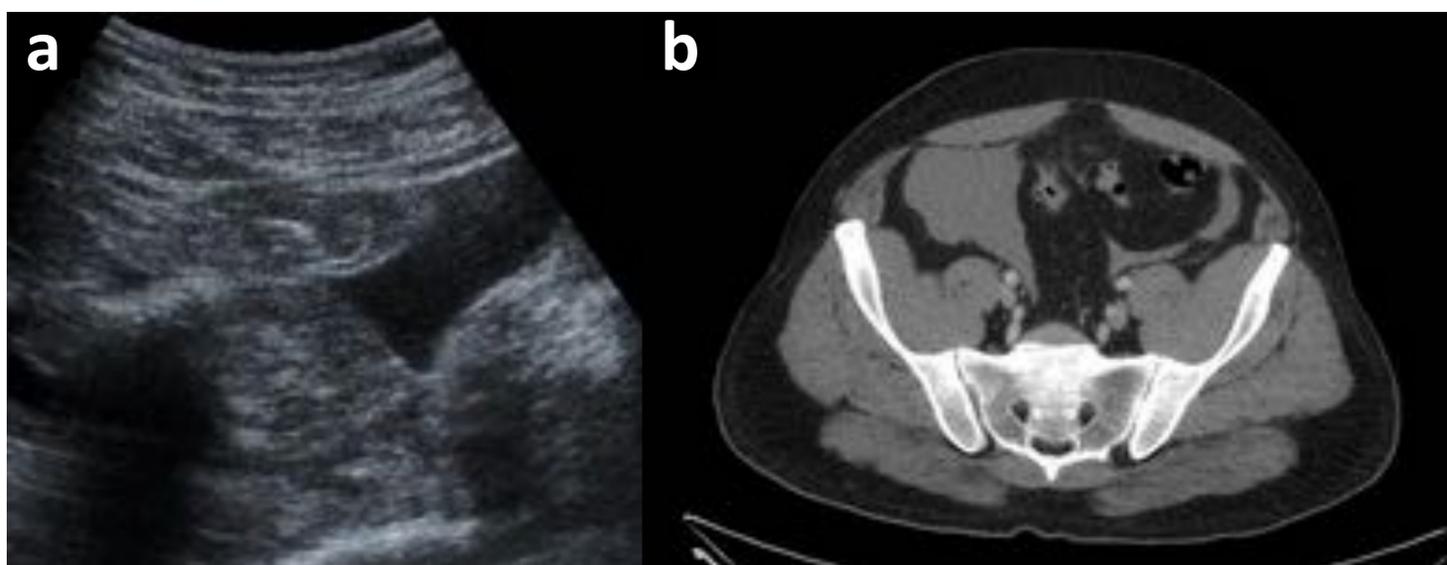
(a y b). Mismo paciente que en ecografía se identificaba la presencia de líquido libre en pelvis que en TC corresponde a hemoperitoneo dada su alta densidad (43 UH).
